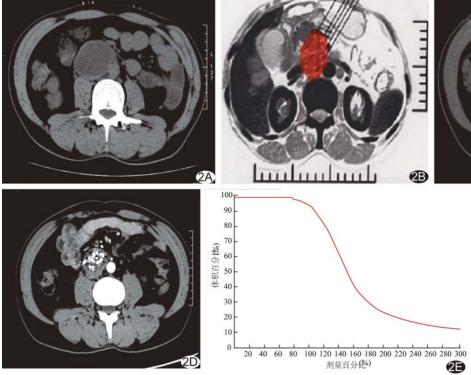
患者男、47岁、肾癌腹膜后淋巴结转移、腰背部疼痛2个月A. CT 引导下125 I 粒子植入前增强 CT 示腹膜后转移性淋巴结;B. 术前布针计划;C. 术中植入0.7 mCi 的125 I 粒子23颗;D. 术后6个月增强 CT 示肿大淋巴结缩小;E. 术前处方剂量12 000 cGy, D90 13 051.90 cGy, V90 97.90%, 术后验证 D90为12 396.70 cGy, V90 为 96.70%
